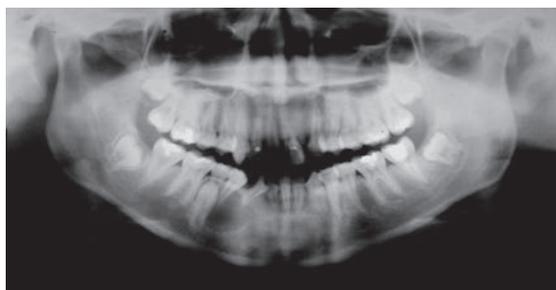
Radiografia panorâmica, mostrando imagem radiolúcida, unilocular envolvendo a coroa e, parcialmente, raiz do elemento 43 incluso.
